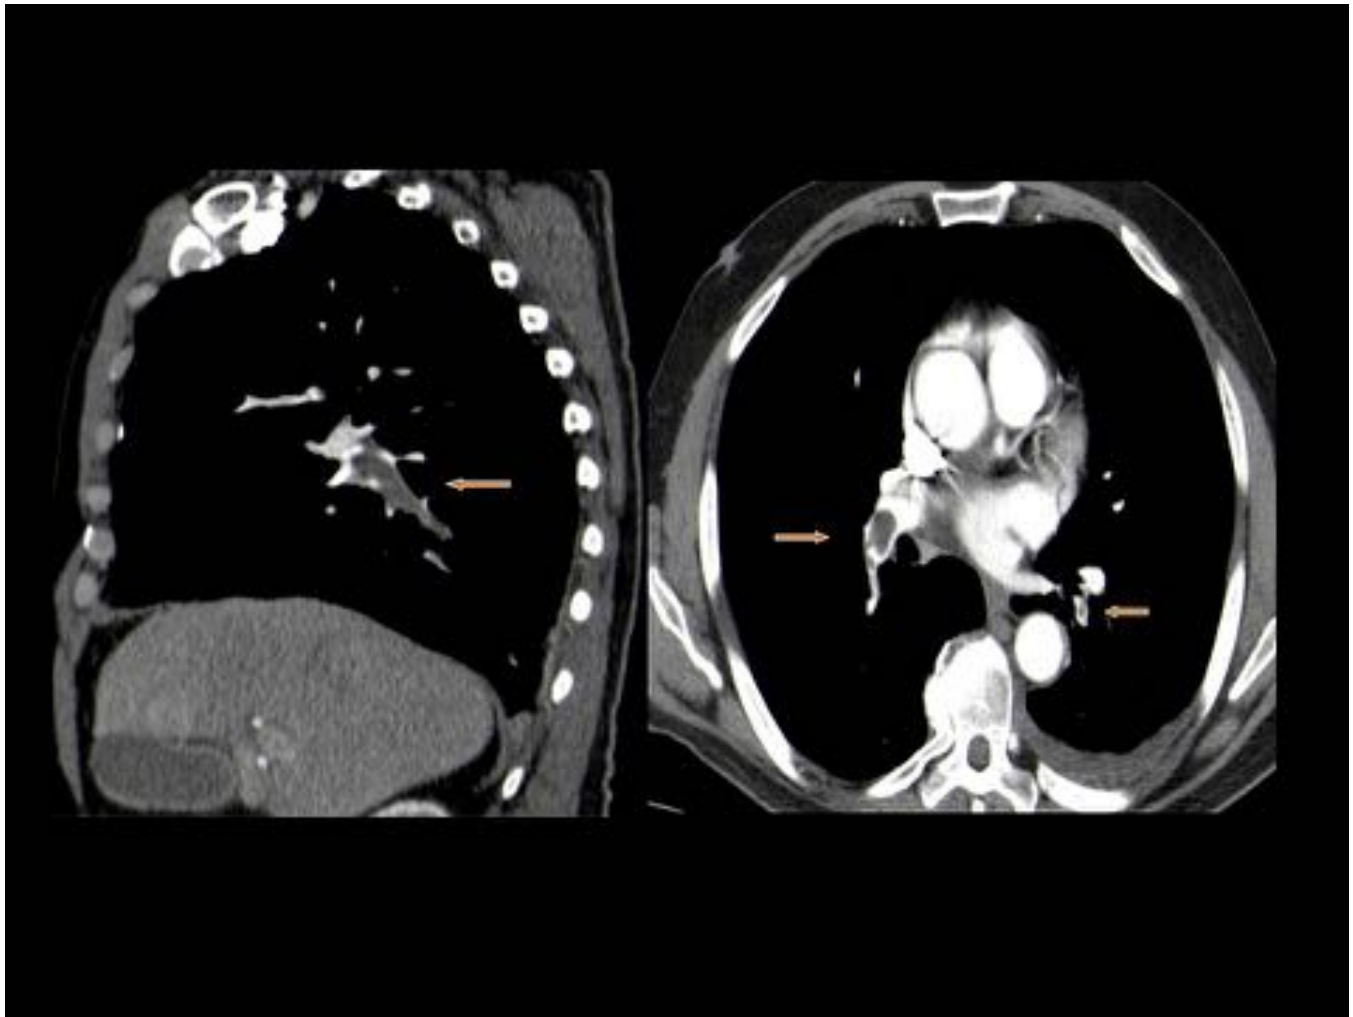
Angio TC arterias pulmonares. A la izquierda, corte sagital de reconstrucción MPR en el que se aprecia defecto de repleción en rama lobar de lóbulo inferior derecho. En la imagen de la derecha, corte axial donde se visualiza defecto de repleción rama lobar LID y en segmentaria de LII. Mínimo derrame pleural izquierdo.
